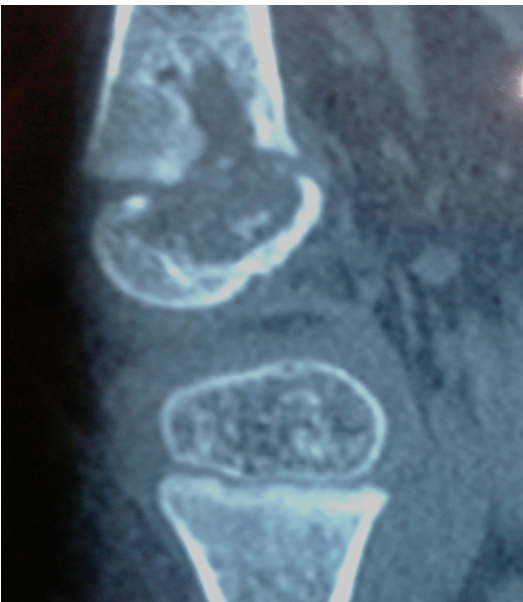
Ressonância magnética de fêmur direito demonstrando lesões osteolíticas.
